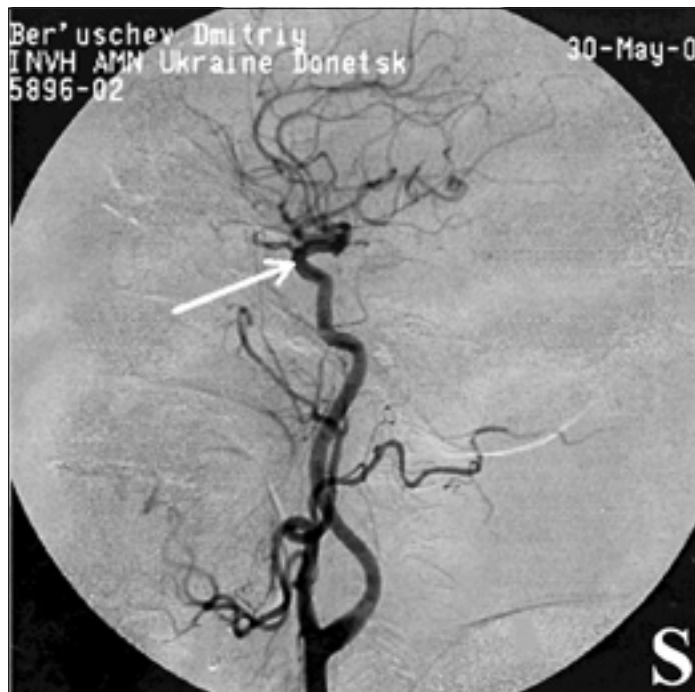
Патологическая извитость внутренней сонной артерии слева, выявленная с помощью рентгенконтрастной ангиографии.
